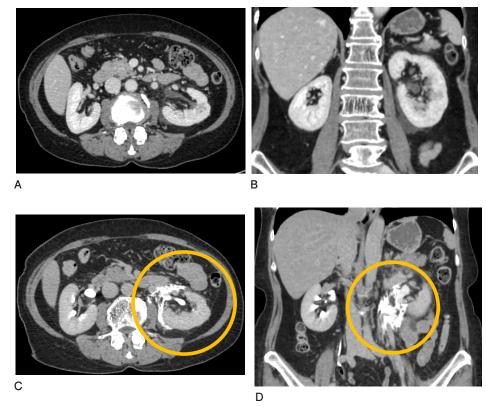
A 腹部造影 CT 後期相(左腎の造影剤到達が遅い) C 造影開始 17 分後の排泄相
